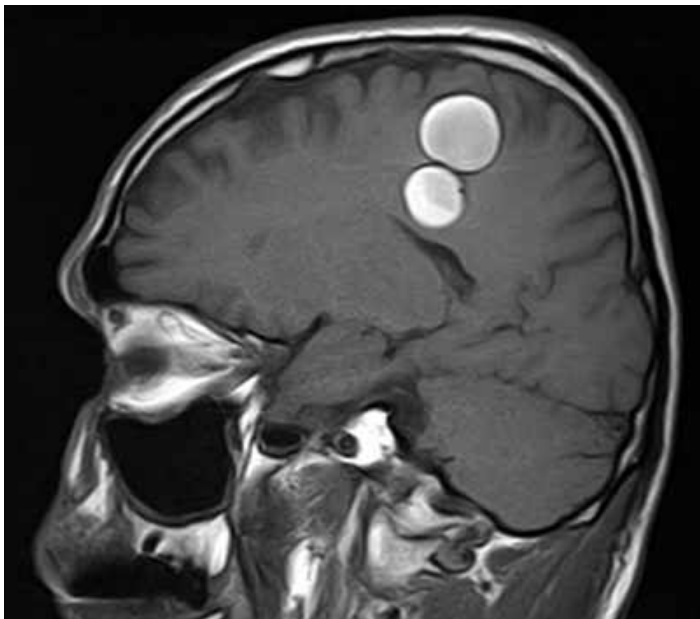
МРТ головного мозку (Т1 ЗЗ, сагітальний зріз). Дві каверноми, розташовані поряд в ділянці Роландової борозни (спостереження №44, хворий Ч-с, історія хвороби №1068).
